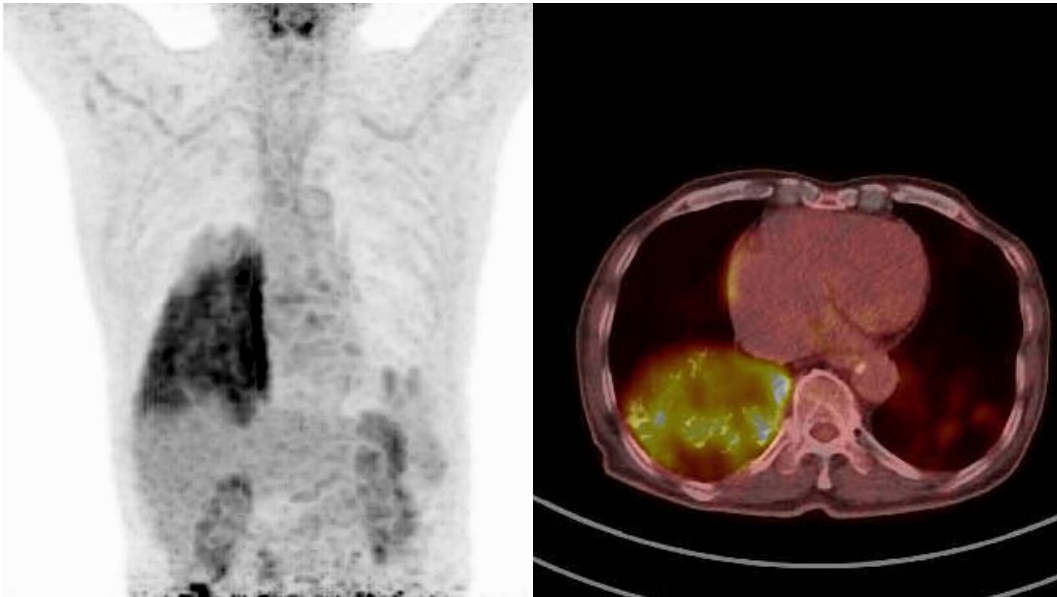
PET-CT on admission demonstrated an increased uptake of FDG (maximum standardized uptake value = 7.57) in the whole right lower lobe.
